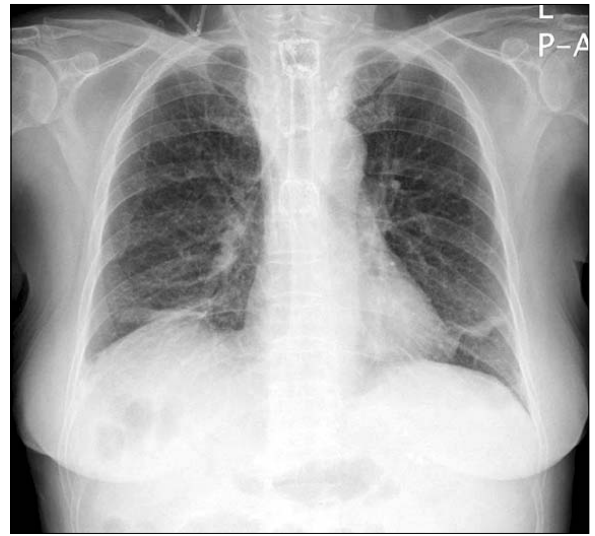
Chest X-ray finding. Esophageal stent is observed in the upper esophagus.
